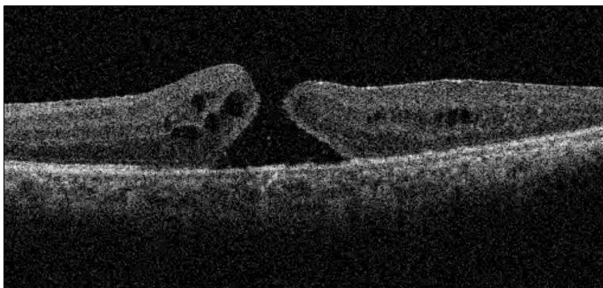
Optical coherence tomography shows full thickness macular hole 3 months after cataract surgery.
